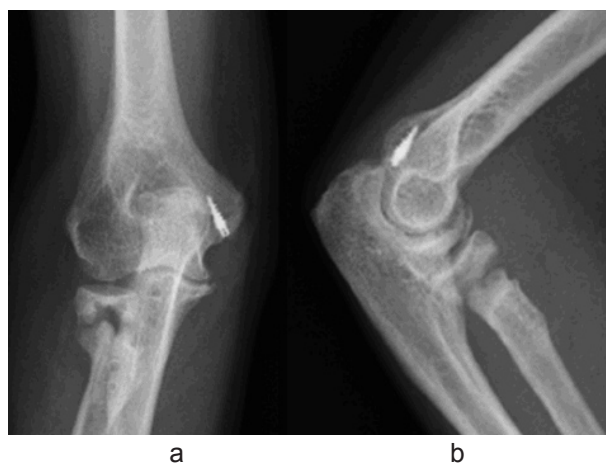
最終観察時単純X線像 a 正面像 b 側面像
